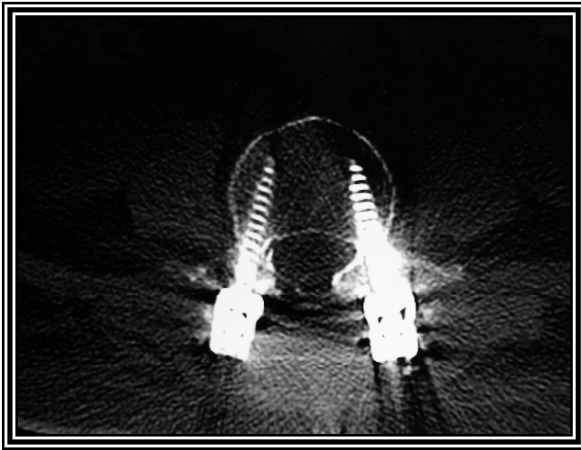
Tomografía axial computada de región lumbo-sacro-iliaca en la cual se observa ventana para hueso con tornillos transpediculares en adecuada colocación en L3, L4 caja ínter-somática con injerto óseo en L4-L5, tornillos transpediculares en L5, caja ínter-somática con injerto óseo en L5-S1 y recolocación de tornillos transpediculares en S1 con trayectos de tornillos previos cubiertos con injerto óseo.
